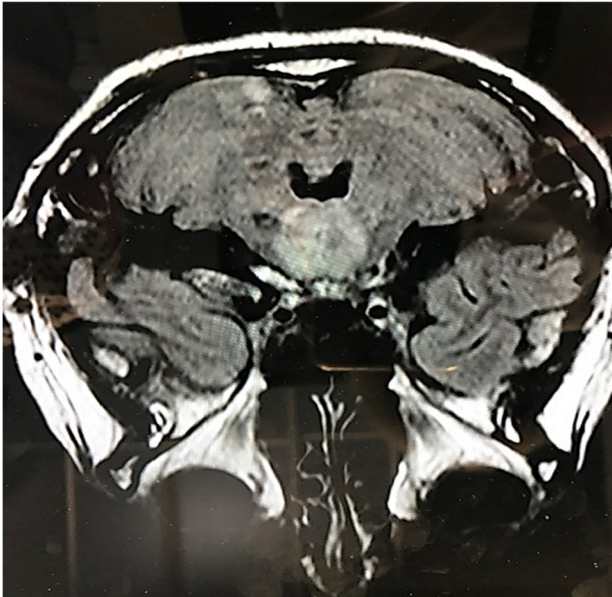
Магнітно-резонансна томографія головного мозку хворої Б. від 19.04.2023 р.
